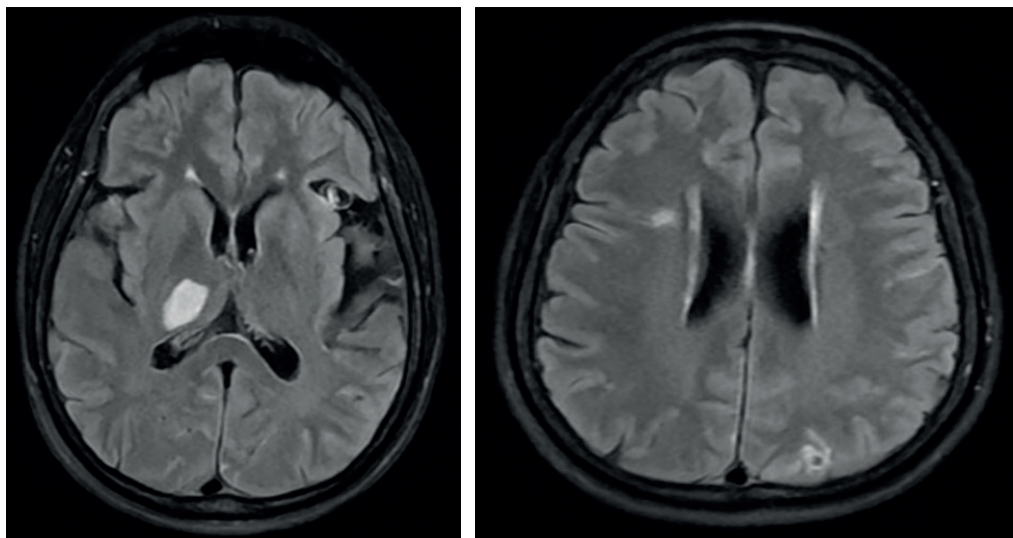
Resonancia magnética nuclear cerebral simple que evidencia la lesión inespecífica de la sustancia blanca supratentorial y eventos isquémicos subagudos infra y supratentoriales, sugerentes de enfermedad isquémica cardioembólica y metastásica. Identificación de una lesión compatible con isquemia subaguda en el ganglio basal derecho y otras lesiones hiperintensas en distintos territorios, sugerentes de enfermedad metastásica.
